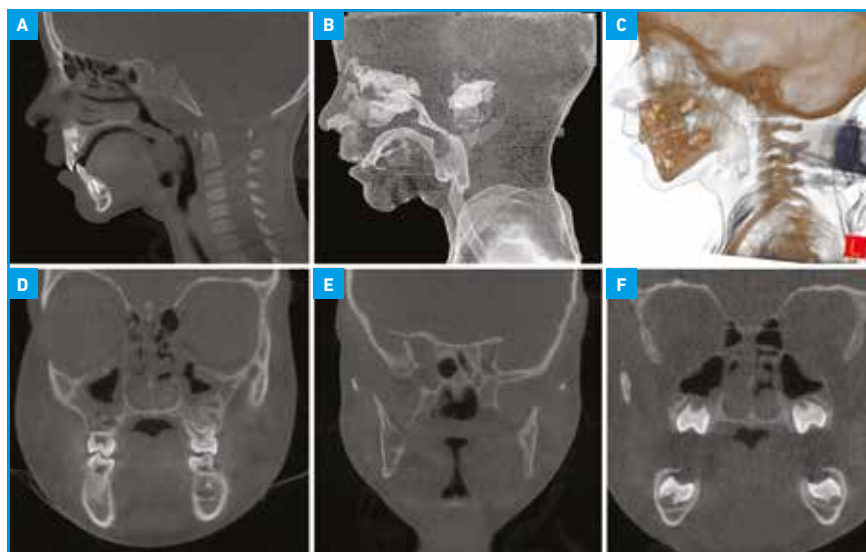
Cone beam (CBCT), vues sagittales (A, B, C) et coronales (D, E, F).
